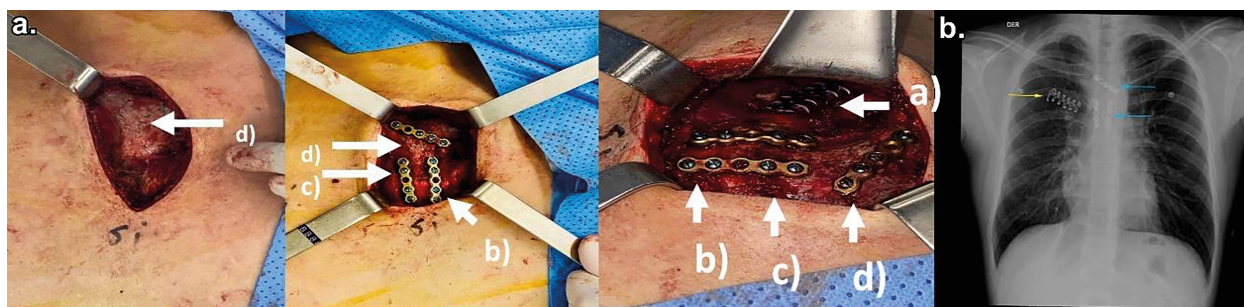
Enfoque quirúrgico osteosíntesis de esternón y costilla con radiografía postoperatoria
